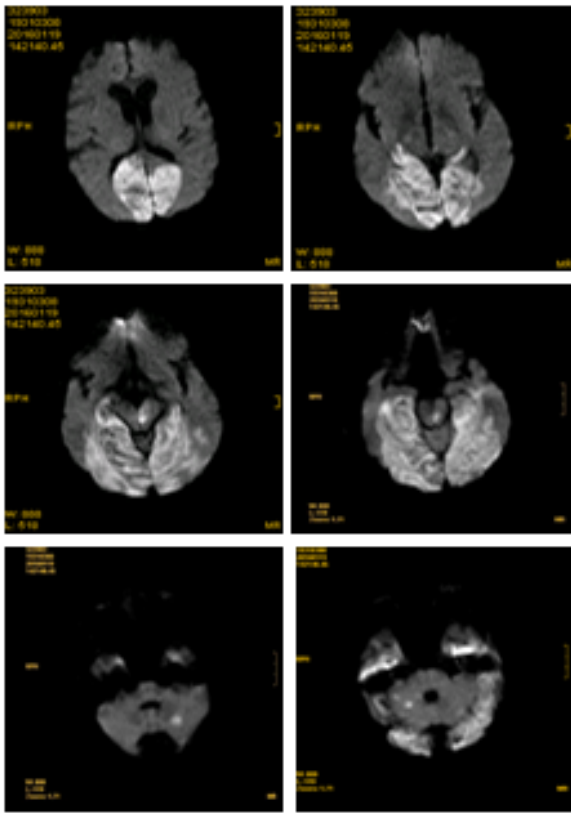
Cortes axiales de RMN cerebral en secuencia difusión realizada al 4º día. En estos cortes podemos ver hiperintensas las lesiones subagudas de ambos lóbulos occipitales, regiones bilaterales de ambos lóbulos temporales inferiores, hemimensencéfalo izquierdo, pedúnculo cerebral izquierdo en su margen superior, y ambos hemisferios cerebelosos. Se ha elegido mostrar esta técnica por ser la más selectiva para ver lesiones isquémicas agudas.
